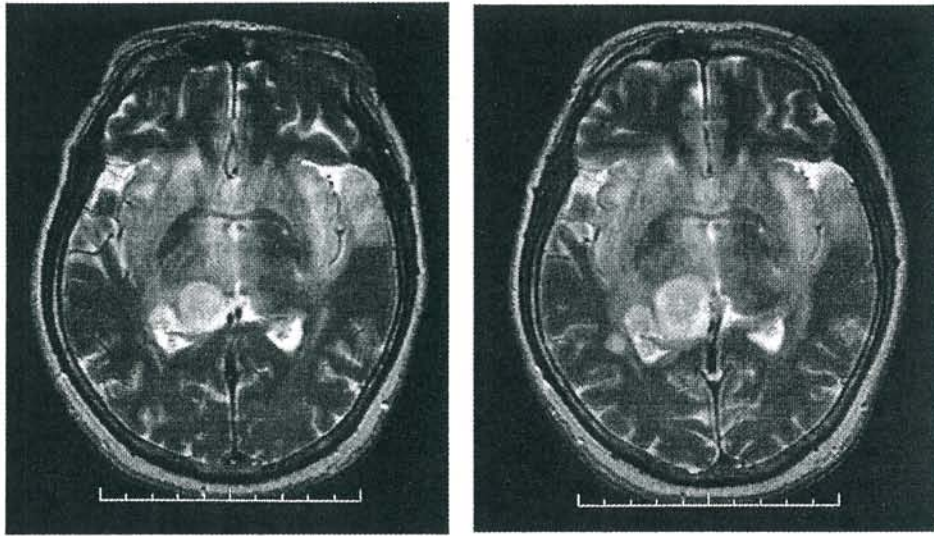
MRI画像 T2WI 左 8-11-04, 右 8-23-04
